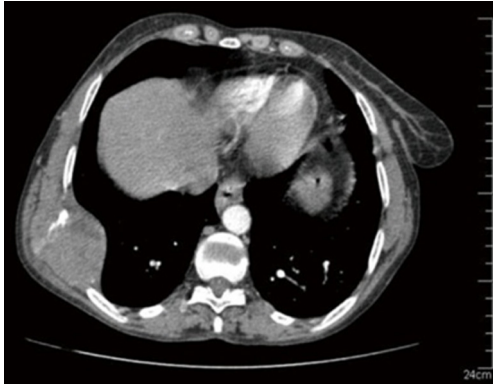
胸部CT显示在第8肋骨体中心相对应的右侧胸廓处有大而不规则增强信号的肿块
